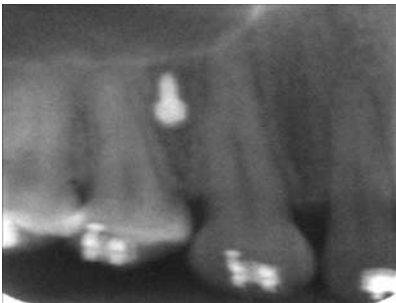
Radiografía periapical de control post instalación de microtornillo, obsérvese que no comprometió a los ápices ni al seno maxilar
